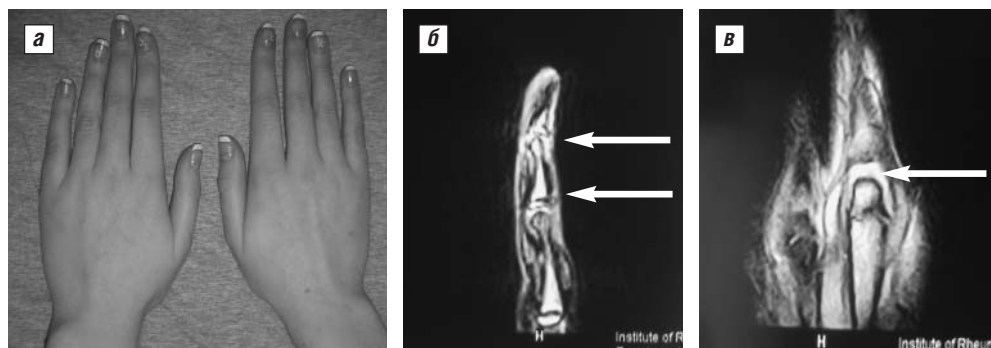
Субклиническое поражение суставов правой кисти при раннем ПсА. а – отсутствие клинических признаков артрита II ПФС, V ПМФС и V ДМФС правой кисти; б – МРТ-картина синовита V ДМФС правой кисти (верхняя стрелка) и V ПМФС (нижняя стрелка); в – МРТ-картина синовита и отек капсулы II ПФС правой кисти (стрелка)
